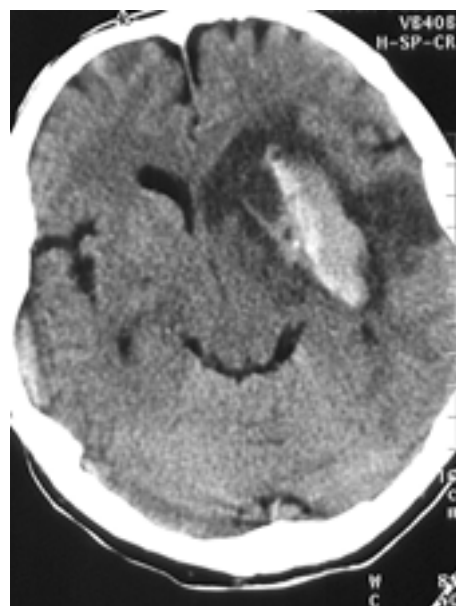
Male A.L., 25 years old. Hemorrhagic transformation of brain infarct — petechial hemorrhage; CT scan performed at the Department of Radiology, Marciniak Memory Hospital
